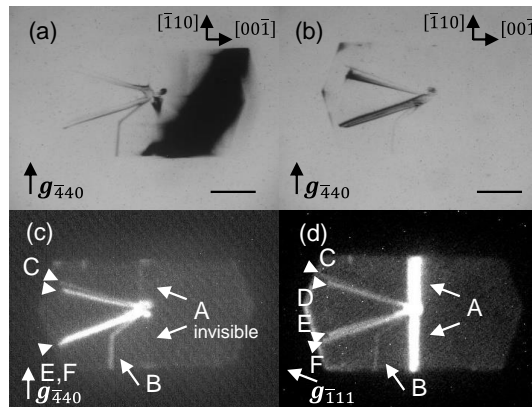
(a,b) X線フィルムによるトポグラフ像、(c)-440回折および(d)-111回折のMedian像
